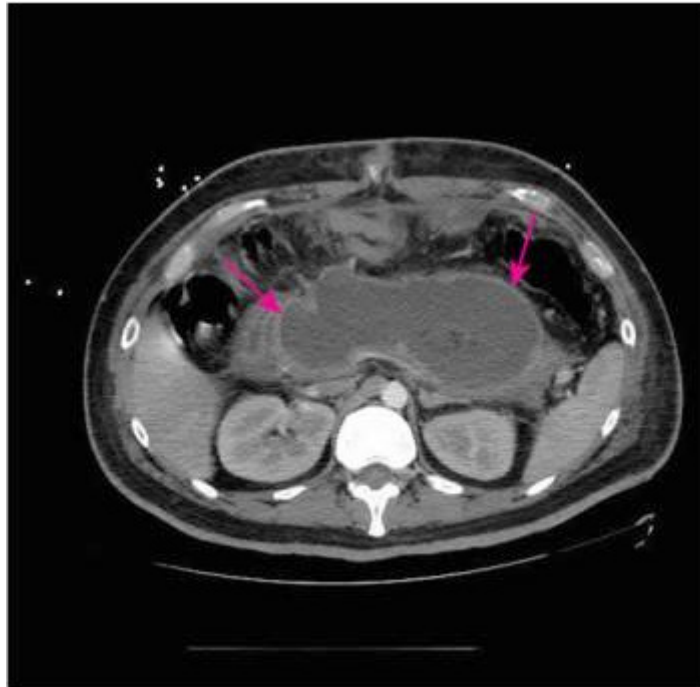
TAC con contraste intravenoso que muestra una gran colección necrosante aguda en páncreas (flechas).
